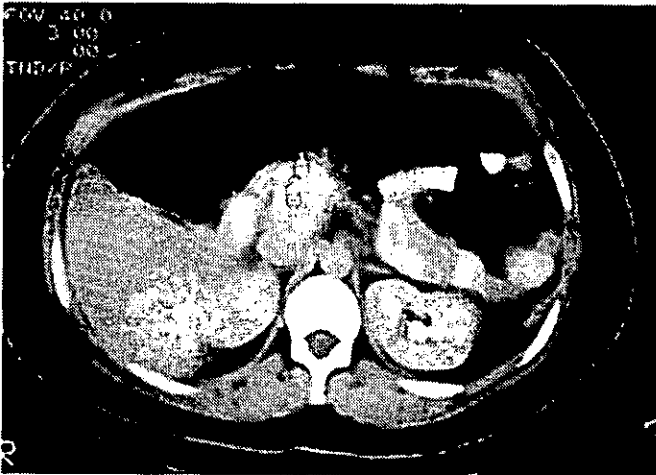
Corte de TC contrastada en donde se observa páncreas de localización anatómica normal, con bordes irregulares, mal definidos, parénquima heterogéneo y dilatación del conducto pancreático, sin evidencia de colecciones periféricas. Pancreatitis tipo "B".
